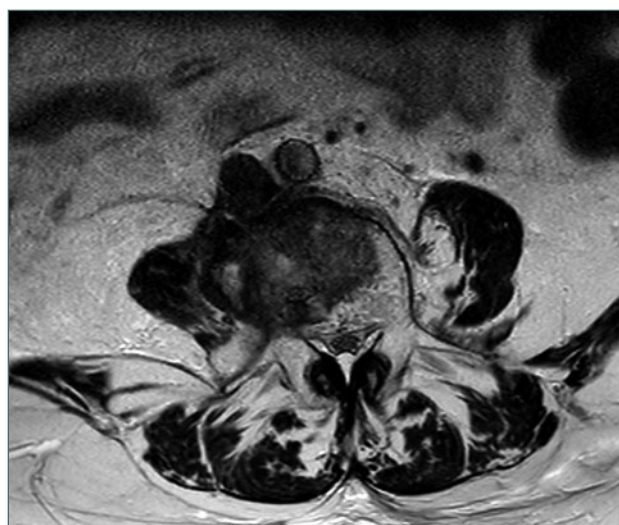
Resonancia magnética T2 corte axial. Gran afectación del cuerpo vertebral y compresión radicular.
